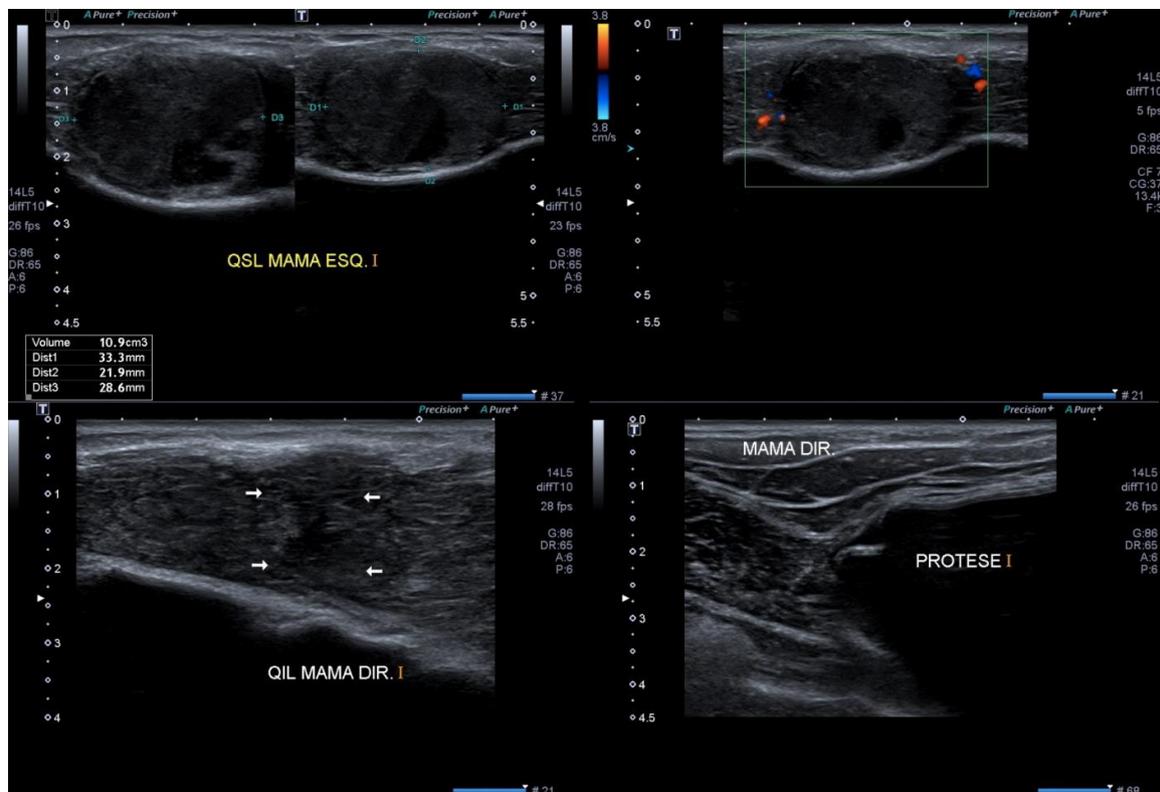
Ultrassonografia de controle de mastite e tratamento de abscessos Em A.1 e A.2 Verifica-se na mesma topografia de coleção descrita em exames anteriores, área de configuração nodular, isoecoica, mais larga que alta, sem calcificações, sem fluxo ao Doppler, medindo 33 x 22 x 29 mm e em seu interior nota-se uma pequena coleção irregular, hipoeicoica, com volume estimado em 0,3 mL. Em B.1 e B.2 Nota-se área com alteração arquitetural, levemente irregular no QIL, local de abscesso prévio. Presença de prótese mamária íntegra, sem evidências de alterações. Lâmina líquida anecoica, homogênea, periprótese.
